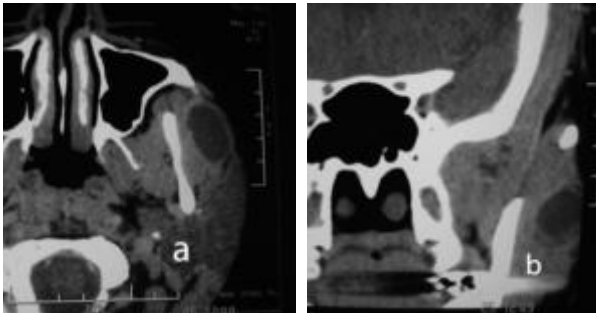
TDM du massif facial :
